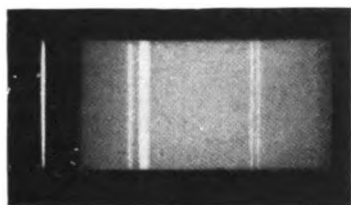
Überlagerung von kontinuierlichem Röntgenspektrum und Linienspektrum.
